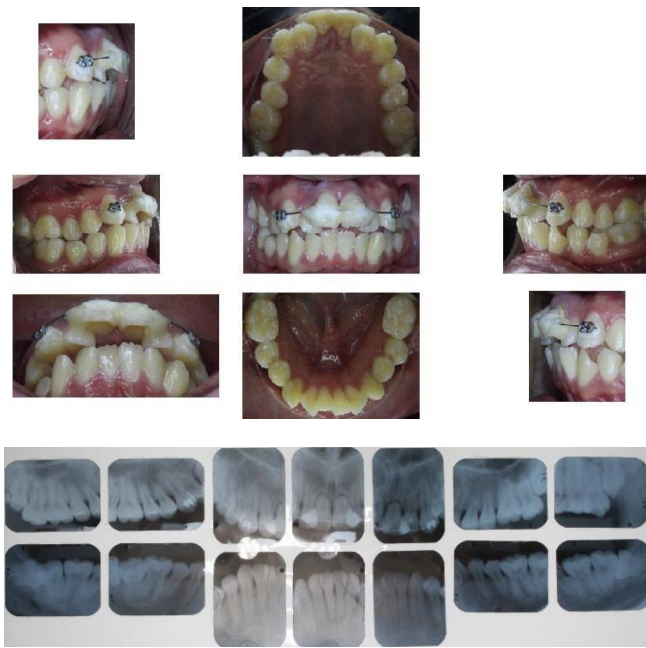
Ferulización y serie de radiografías dentoalveolares posterior a la avulsión de los centrales.
